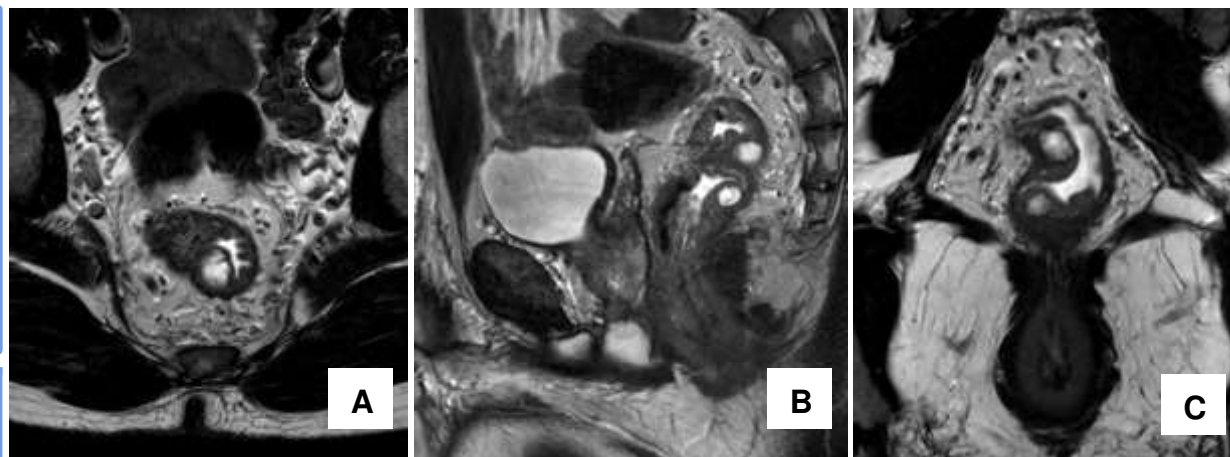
RM de recto: corte axial (A), sagital (B) y coronal oblicuo (C) en secuencias potenciadas en T2, en un paciente con sospecha de neoplasia rectal. Se observan en la submucosa del recto varias lesiones quísticas bien definidas intramurales que miden 15 y 10 mm, situadas respectivamente a 8 y 10 cm de la línea pectínea. En su interior se observan pequeñas membranas o septos finos. No presentan invasión extramural ni otros signos de agresividad. Presentan difusión facilitada. No se observan adenopatías. La biopsia dio resultado de colitis quística profunda.
